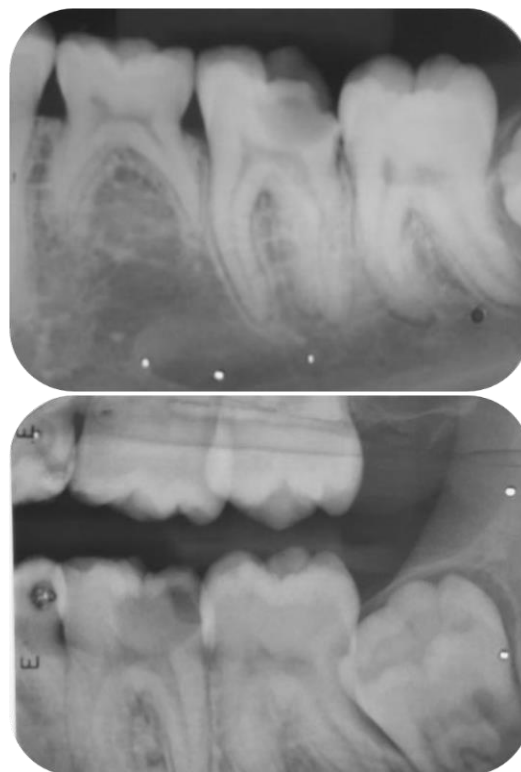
Radiografia periapical e interproximal inicial demonstrando imagem radiolúcida localizada na face ocluso-distal da unidade 36, sugestiva de lesão cariosa, com provável comprometimento pulpar.
